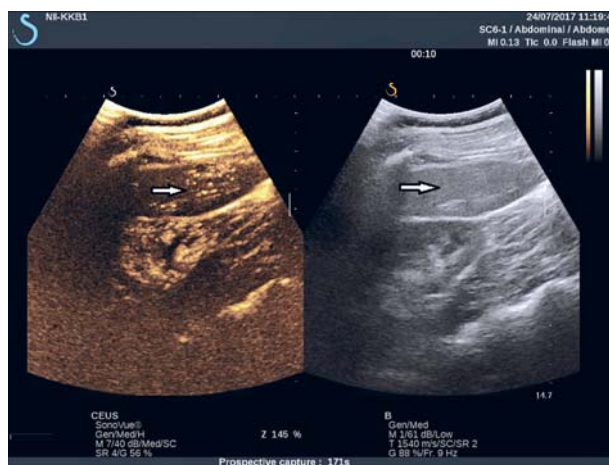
ФНГ. КУУЗИ. Симптом «спиц колеса» (10 с исследования).
